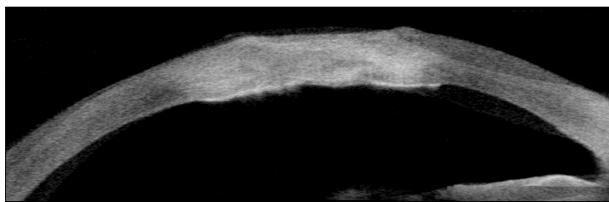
Representative AS-OCT imaging of case 2. Recovery of corneal thickness and anterior chamber stability was showed with AS-OCT at 12 months after 5-layered reinforced AM transplantation. AS-OCT = anterior segment Optical coherence tomography; AM = amniotic membrane.
